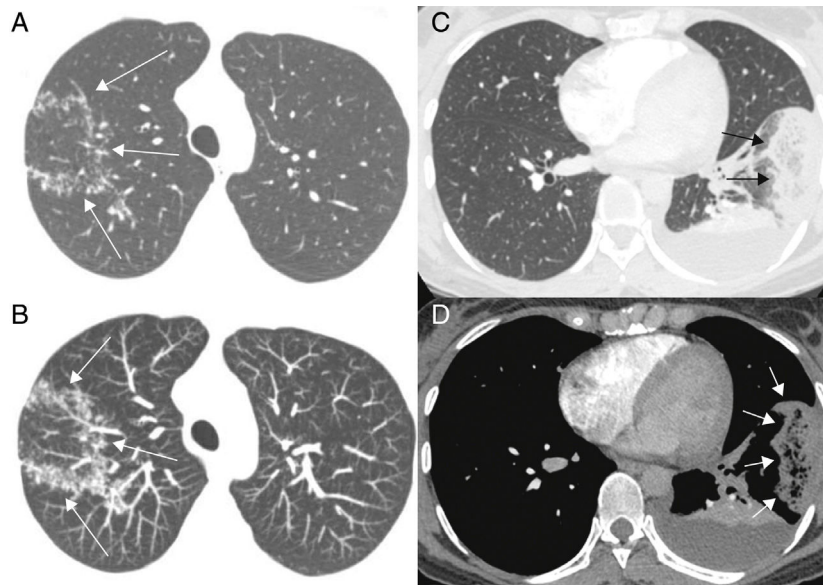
(A, B) Mujer de 32 años con embolia pulmonar aguda e infarto pulmonar. Imágenes transversales de TC con contraste en ventanas pulmonar (A) y mediastínica (B) muestran un signo de halo invertido subpleural ovalado en el segmento lateral del lóbulo inferior izquierdo del pulmón (flechas). Se destaca la reticulación dentro del halo. También es visible una atelectasia posterior, que se delinea en un derrame pleural. La paciente tenía coágulos afectando varias arterias pulmonares segmentarias y no segmentarias (no mostrado). (C, D) Una mujer de 39 años con tuberculosis pulmonar activa. Imagen axial de tomografía computarizada del lóbulo pulmonar superior derecho (C) muestra un signo del halo invertido con paredes nodulares. Imagen axial retocada con proyección de máxima intensidad (D) muestra los nódulos en mayor detalle (flechas).
